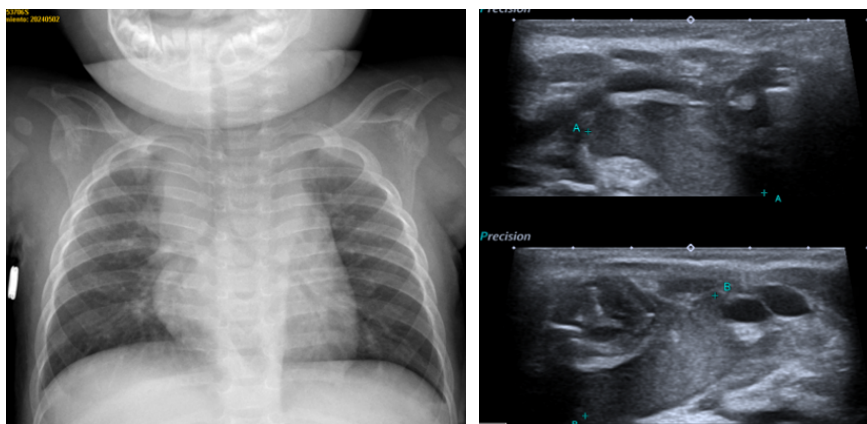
Izquierda: radiografía de tórax que muestra aumento de densidad en región paratraqueal derecha. Derecha: ecografía donde se observa absceso retrofaríngeo.
